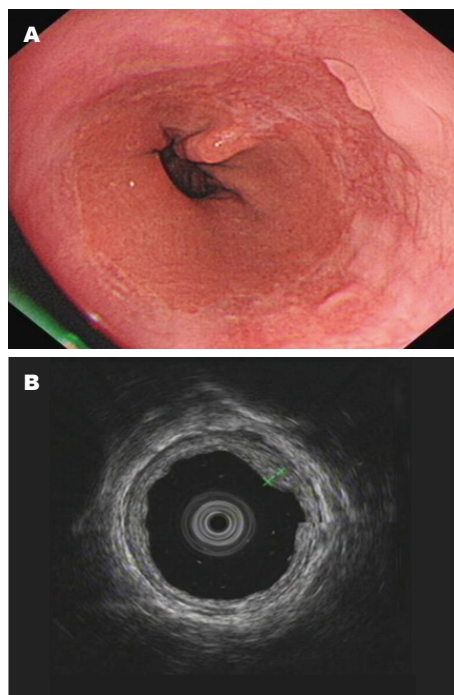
沙利度胺联合PPI治疗1 mo后内镜表现. A: 白光内镜下表现; B: 超声内镜下表现. PPI: 质子泵抑制剂.
